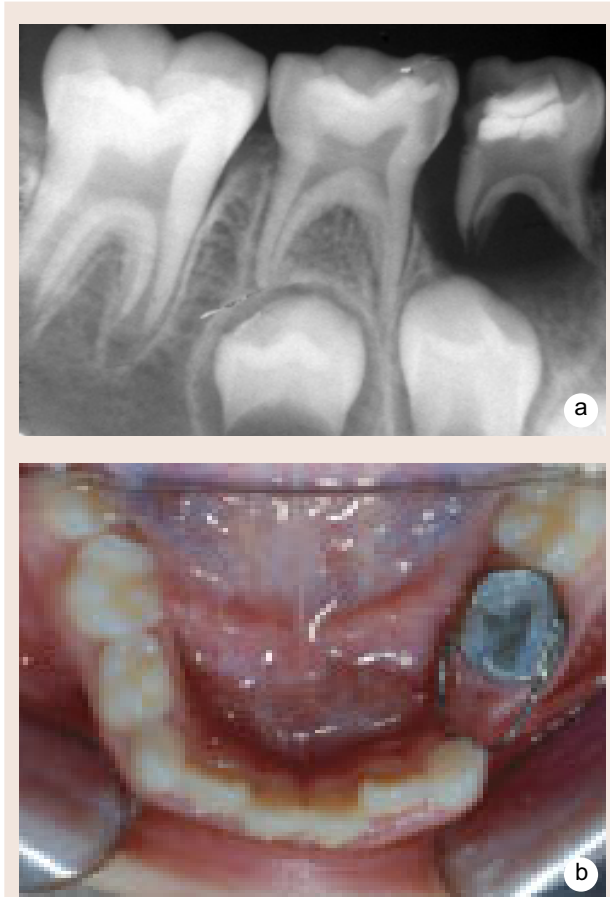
Fotografias mostrando: A. Radiografia do elemento dentário 74 acometido por extensa lesão periapical. Observar o estágio de calcificação do seu sucessor permanente; B. Mantenedor de espaço banda-alça cimentado no elemento dentário 75.
